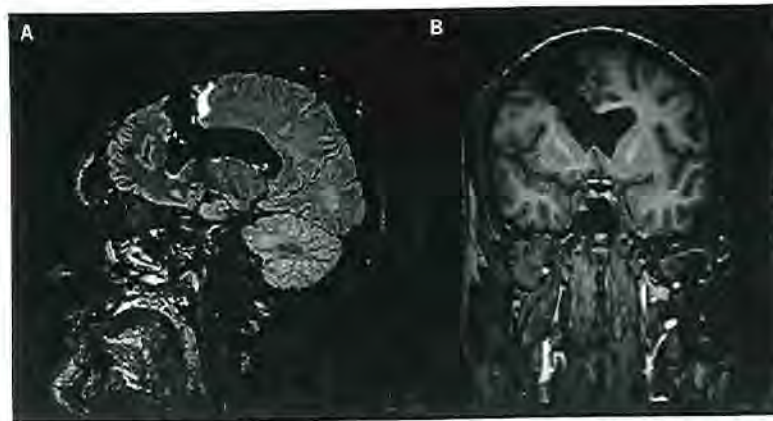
Cortes sagital (A) y coronal (B) de la resonancia magnética posquirúrgica realizada 6 meses después de la intervención, en septiembre de 2009. El corte coronal muestra las coordenadas radiológicas, es decir, el hemisferio derecho se muestra a la izquierda, y viceversa.
